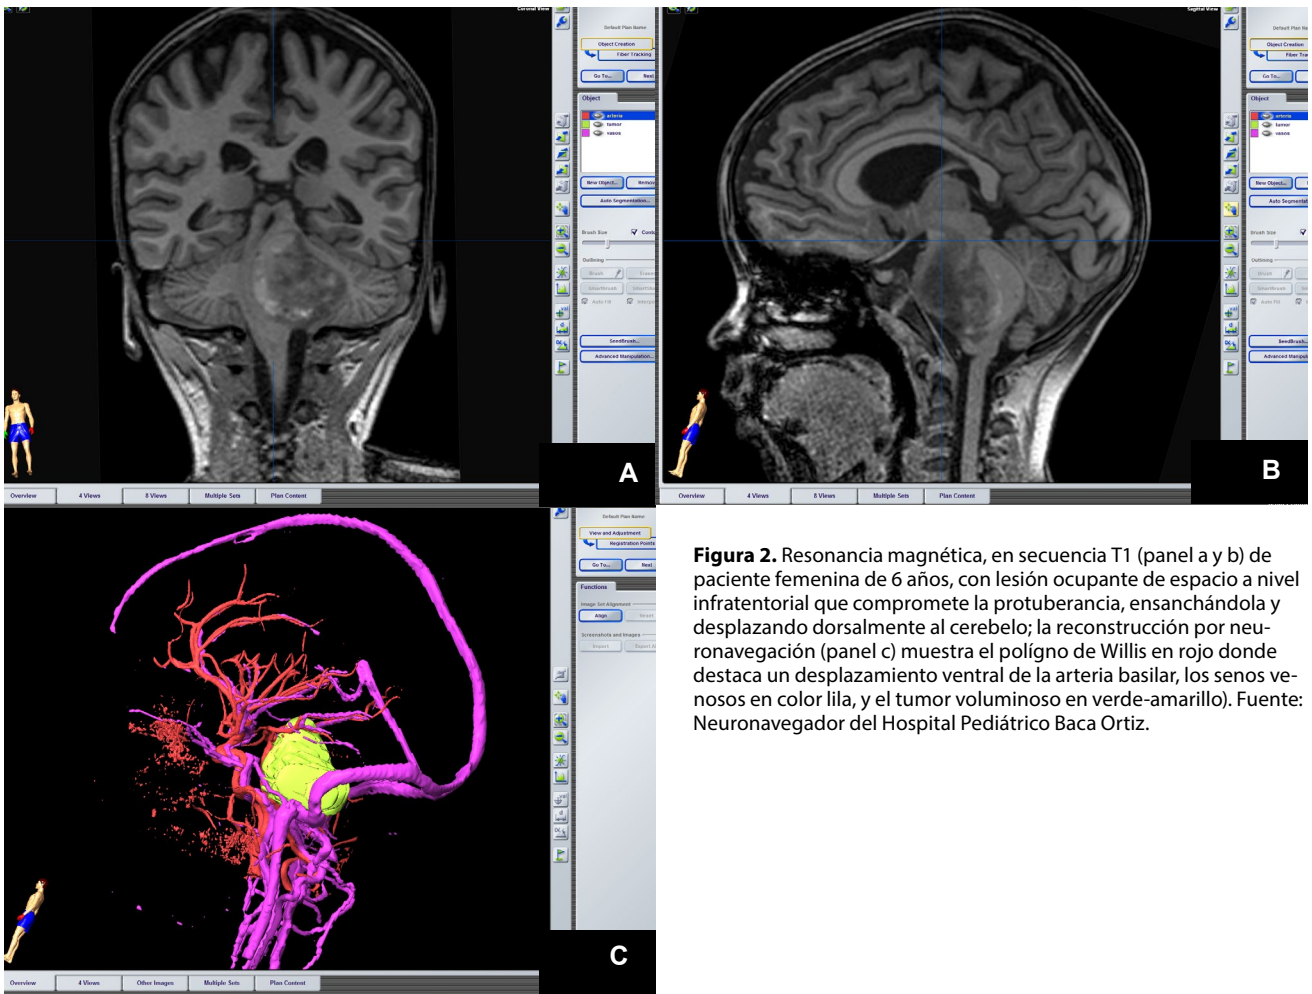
Resonancia magnética, en secuencia T1 (panel a y b) de paciente femenina de 6 años, con lesión ocupante de espacio a nivel infratentorial que compromete la protuberancia, ensanchándola y desplazando dorsalmente al cerebelo; la reconstrucción por neuronavegación (panel c) muestra el polígono de Willis en rojo donde destaca un desplazamiento ventral de la arteria basilar, los senos venosos en color lila, y el tumor voluminoso en verde-amarillo). Fuente: Neuronavegador del Hospital Pediátrico Baca Ortiz.
